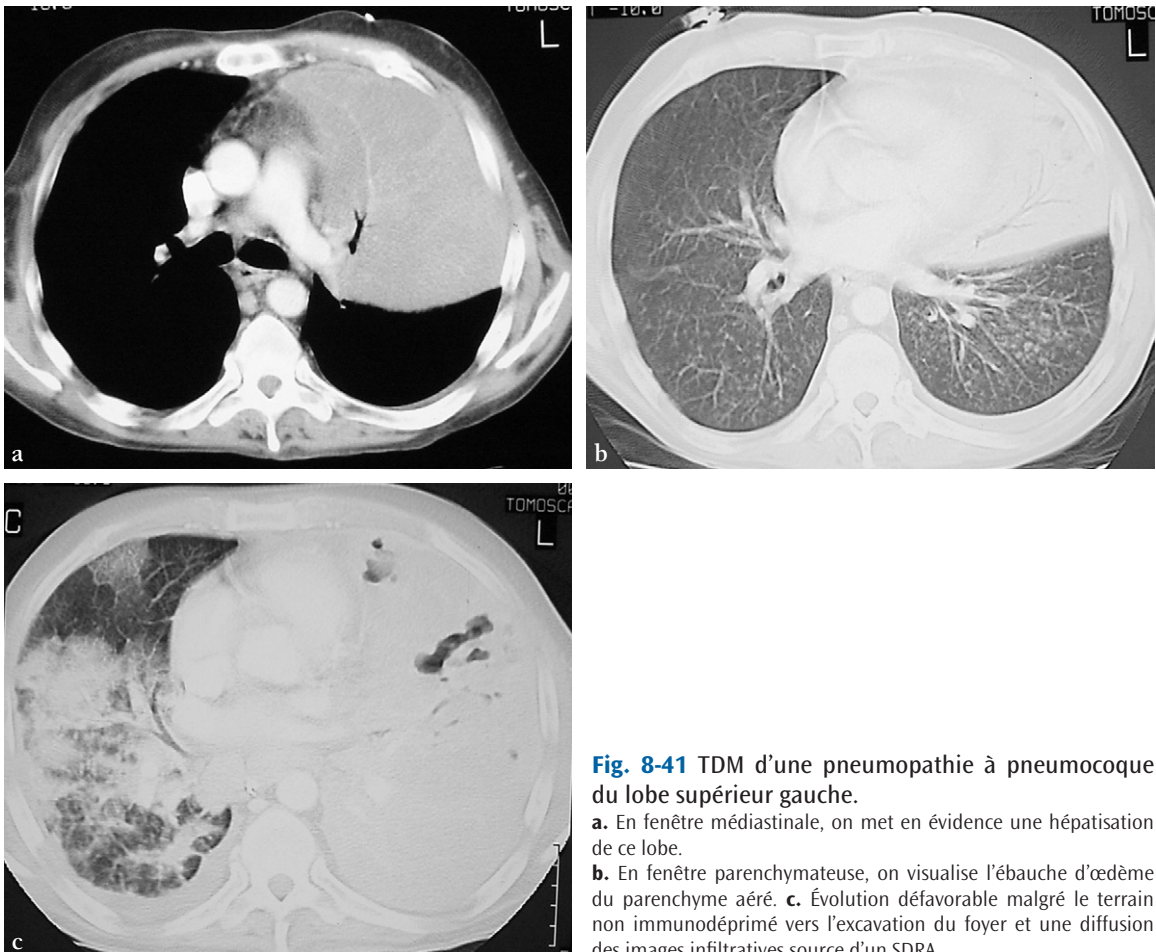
TDM d'une pneumopathie à pneumocoque du lobe supérieur gauche.
